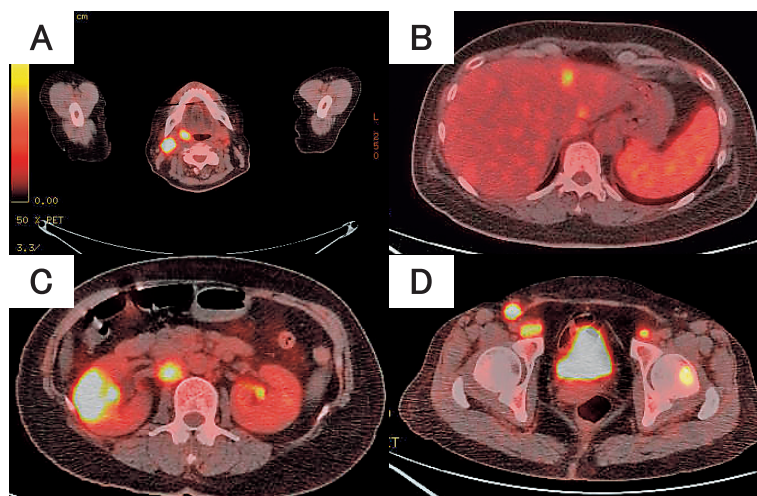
FDG-PET/CT shows an uptake of FDG in (A) the right cervical lymph node, (B) the left hepatic lobe (C) the right kidney, (D) the right inguinal lymph node and the left femoral neck.
